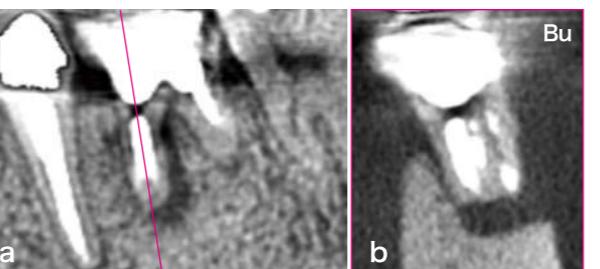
CTによる6番近遠心的断面と近心根の頬舌側断面。頬舌側断面を見ると近心根はほとんど骨の裏打ちがなく浮いている。
